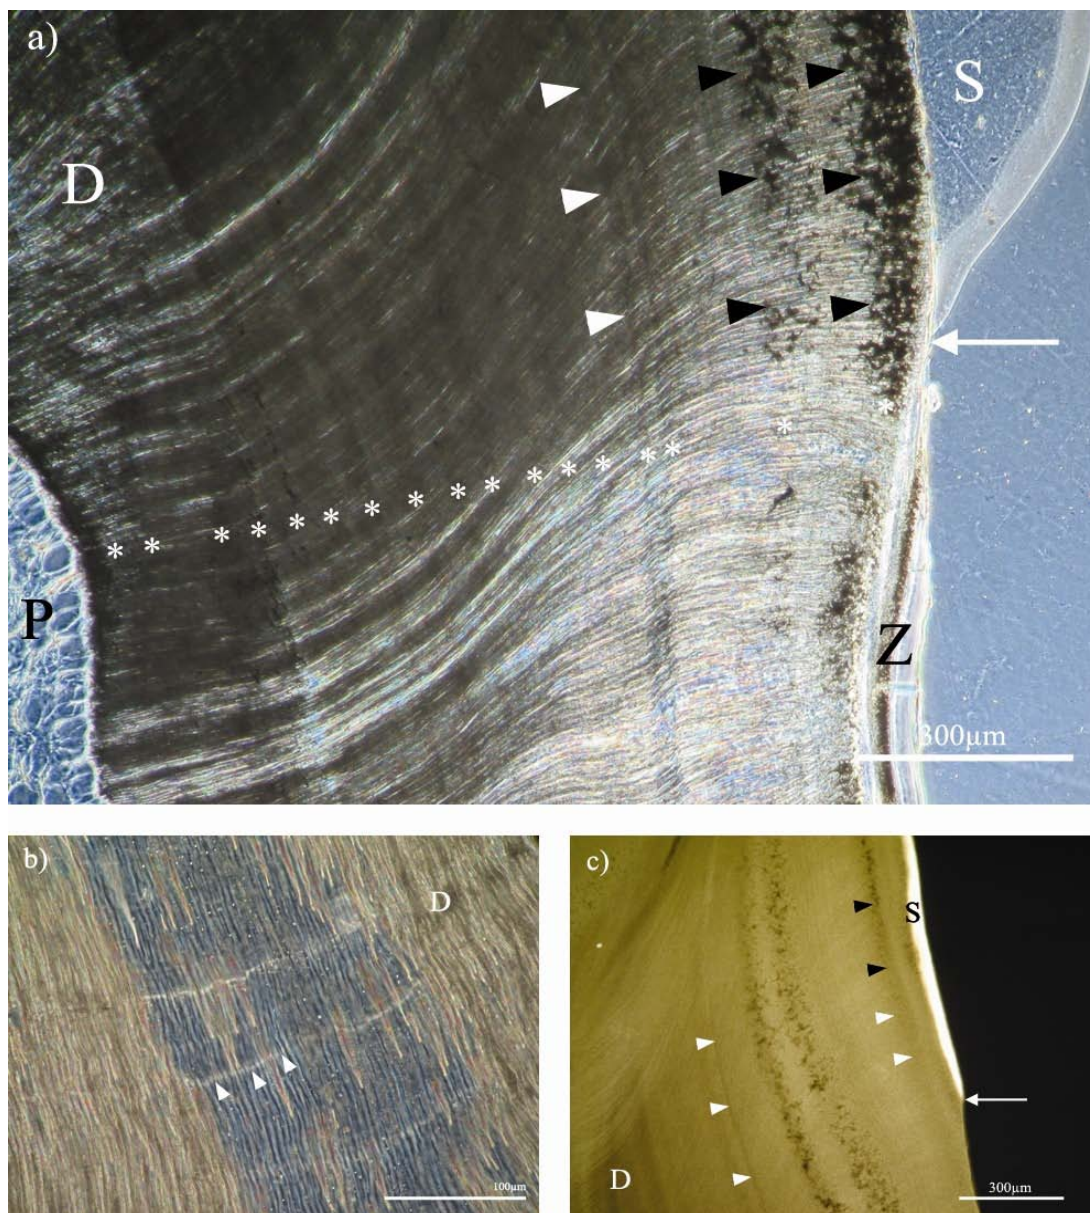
a) Mikrofotographie des Dentins im Phasenkontrast (4. Prämolare, Reh). ALPI's (▷) im chronisch fluorid-belasteten Dentin verlaufen senkrecht zu den Dentinkanälchen, insgesamt 17 (*) auf einer Strecke von ca. 1200µm. Stärker betroffene Stellen zeigen IGD (◀). b) Mikrofotographie des Dentins im Phasenkontrast (4. Prämolare). ALPI's (▷) in dünner geschliffenen Bereichen treten deutlich hervor. c) Mikroradiographie von a). ALPI's (▷) sind deutlich untermineralisiert. Beachte den Übergang von ALPI's (▷) zu IGD (◀). D: Dentin, P: Pulpa, S: Schmelz, Z: Zement Pfeil: Schmelz-Zement-Grenze.
